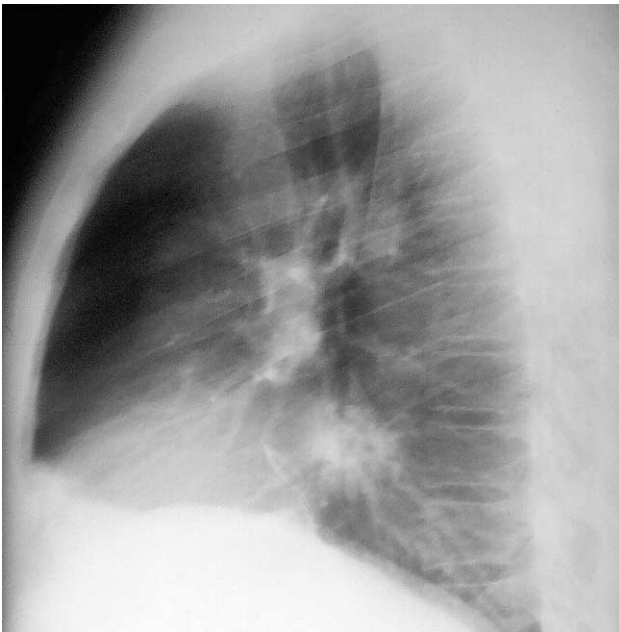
Обзорная рентгенограмма в боковой проекции: ретрокардиальная тень в области хвостовой части корня левого легкого.
